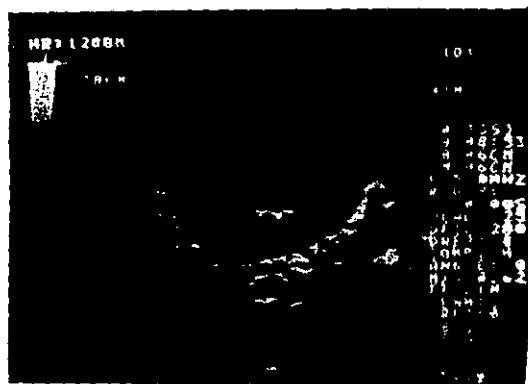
FIGURA NUM 20.- DOPPLER. IMAGEN APICAL DE 4
